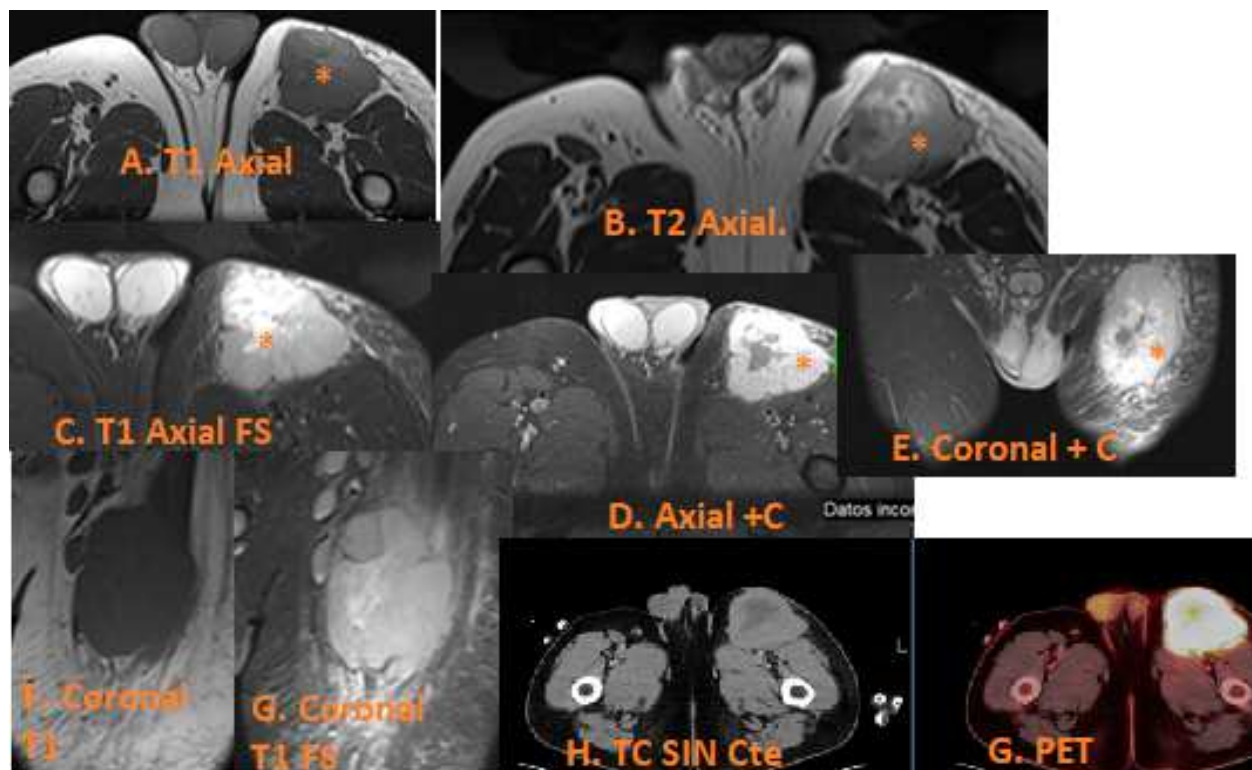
Masa de partes blandas en raíz del muslo derecho en tejido celular subcutáneo que se extiende a planos subfalciales, desplaza estructuras sin signos de infiltración. A y F. T1 Axial y coronal isointensa. B. T2 Axial hiperintensa. C y G. T1 Axial y coronal FS. Hiperintensa. D y E. T1 + contraste realce intenso con centro necrótico. H. Tc sin contraste centro hipodenso. G. PET. Hipermetabólica
